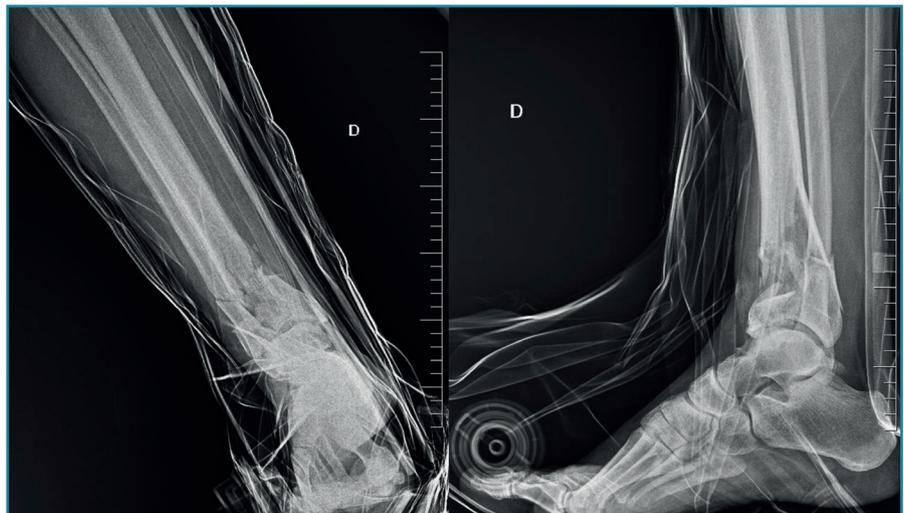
Radiografía. Fractura conminuta del pilón tibial derecho y fractura del peroné supracondilal ipsilateral. Estabilizada con férula suropédica.
